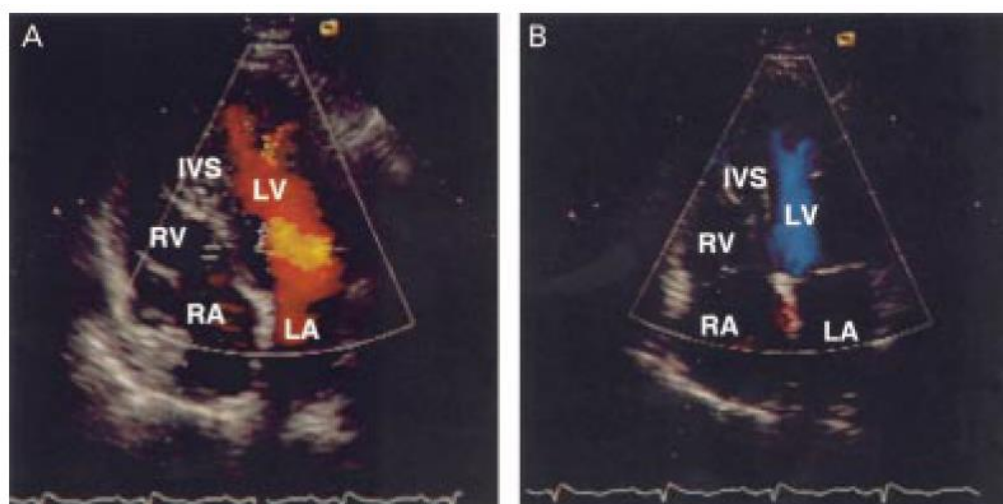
Studi in color-Doppler che mostrano un flusso dalla cavità ventricolare agli spazi intertrabecolari durante una diastole (in A) e durante una sistole (in B) ¹⁰(Jenni R. et al., 2001 p. 668, bibliografia p. 101).
